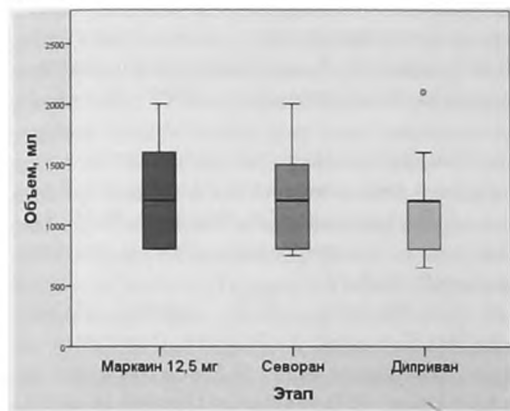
Сравнение объема инфузионной терапии во время оперативного вмешательства при различных видах анестезии
